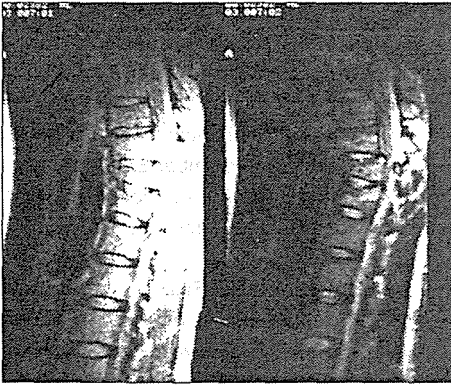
Ameliyattan sonraki 26.ay bilgisayarlı tomografisi.
